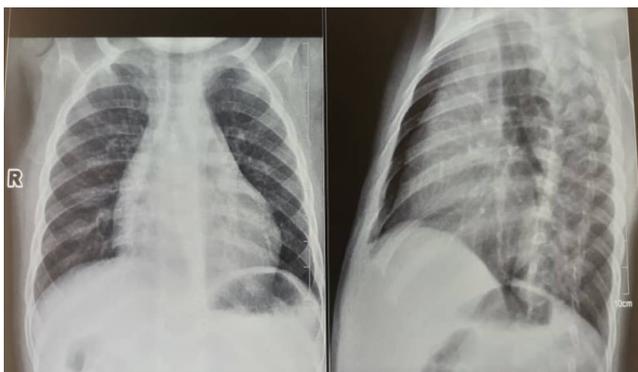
Radiographie pulmonaire de face et profil du nouveau-né de 26 jours à M4 de son traitement montrant une bonne évolution radiologique.
